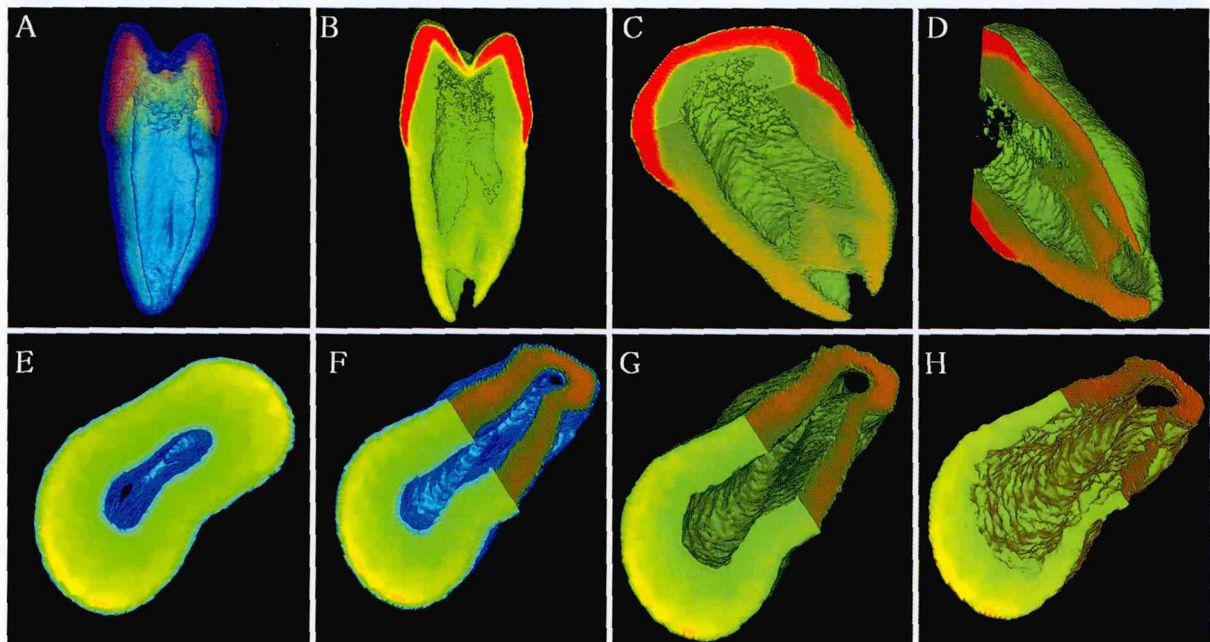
上顎右側第二小白歯の画像。A：半透明化，B-D：切断とCT値が象牙質以上の部位の抽出，E-H：歯根部。
